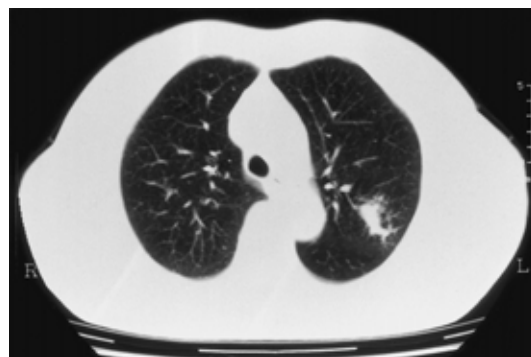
Chest CT scan shows a nodular shadow on the bronchovascular bundle in the left upper lobe.
